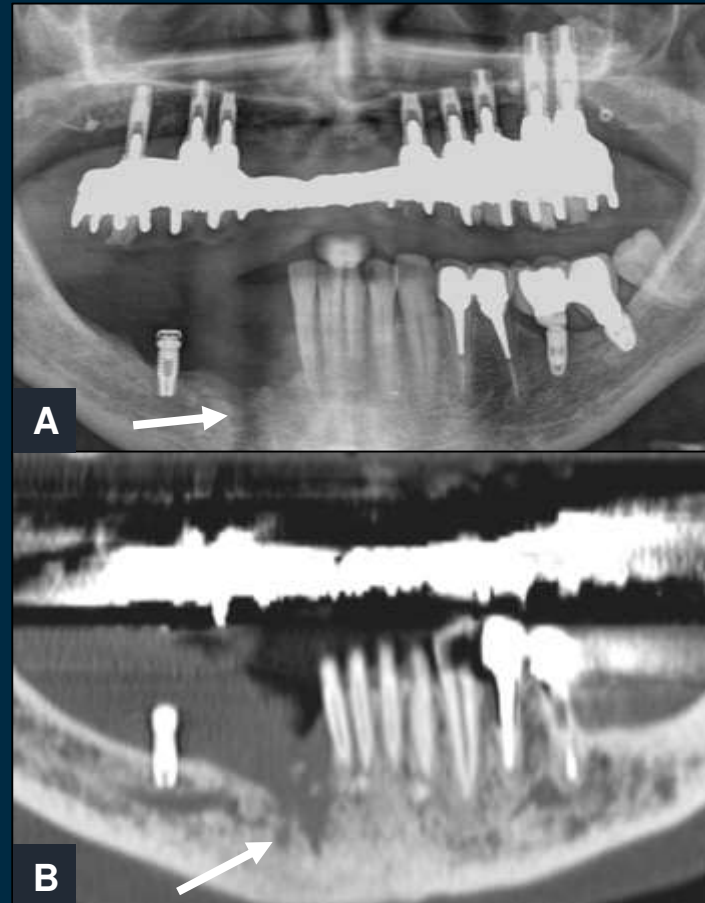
Paciente con prótesis implantosoportada superior, implantes en hemimandíbula izquierda e implante aislado sin corona en arcada inferior derecha. A: OPG mostrando radiolucencia en el hueso mandibular en región parasinfisaria (flecha) en localización previa de implante, se solicita TC. B: imagen de TC mandibular, reconstrucción OPG, que muestra una lesión ósea lítica con patrón permeativo, rotura de la cortical y reacción perióstica laminar asociada en relación con osteomielitis tras retirada de implante (flecha).
